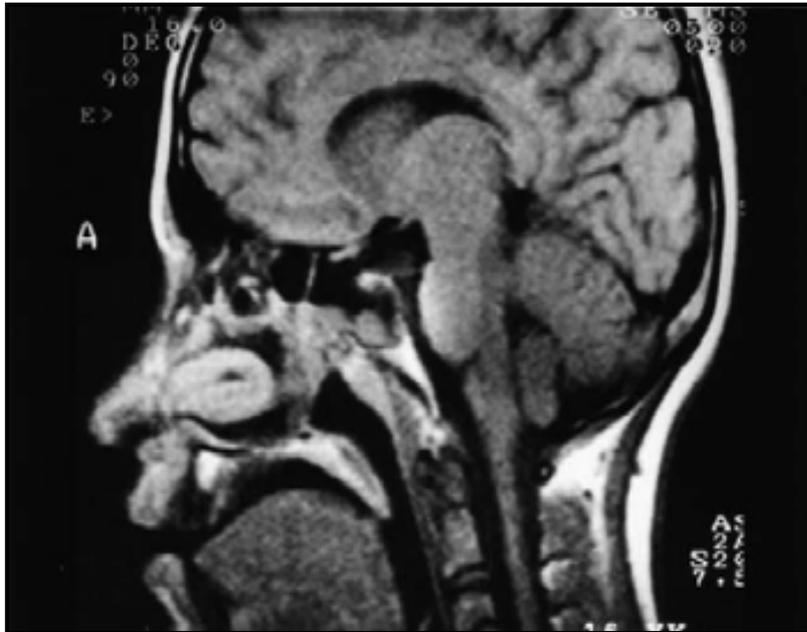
image IRM montrant la présence d'une AC chez un enfant [117].
